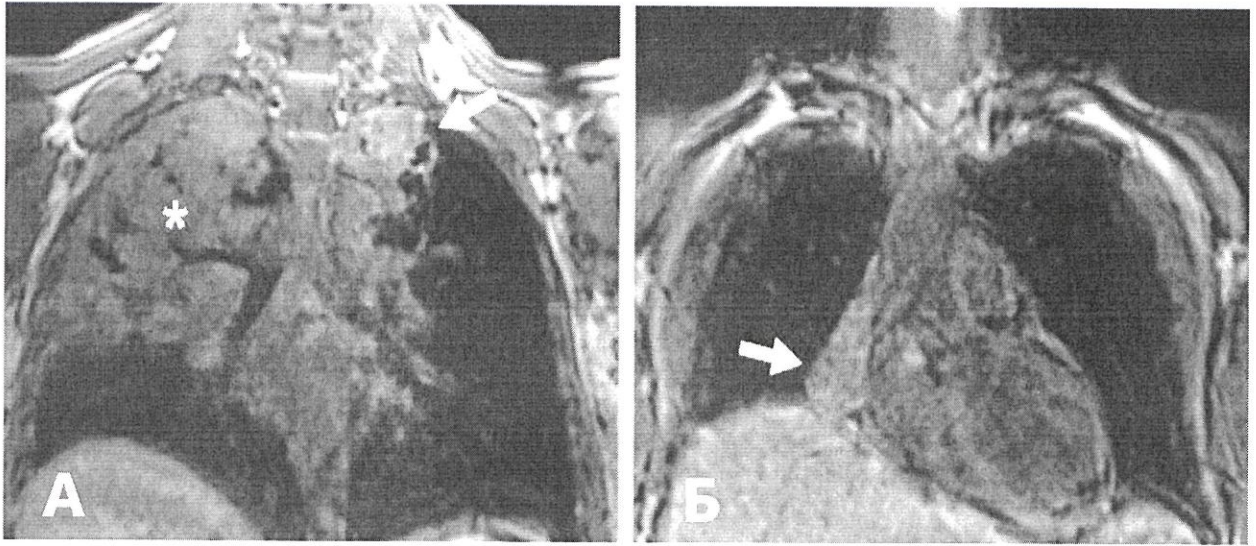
МРТ легких в коронарной плоскости, женщина 21 год, туберкулез легких. На коронарных T1-ВИ отмечается обширный участок консолидации с бронхограммой в обеих верхних долях (звездочка на (А)) и ателектаз средней доли (стрелка на (Б))
